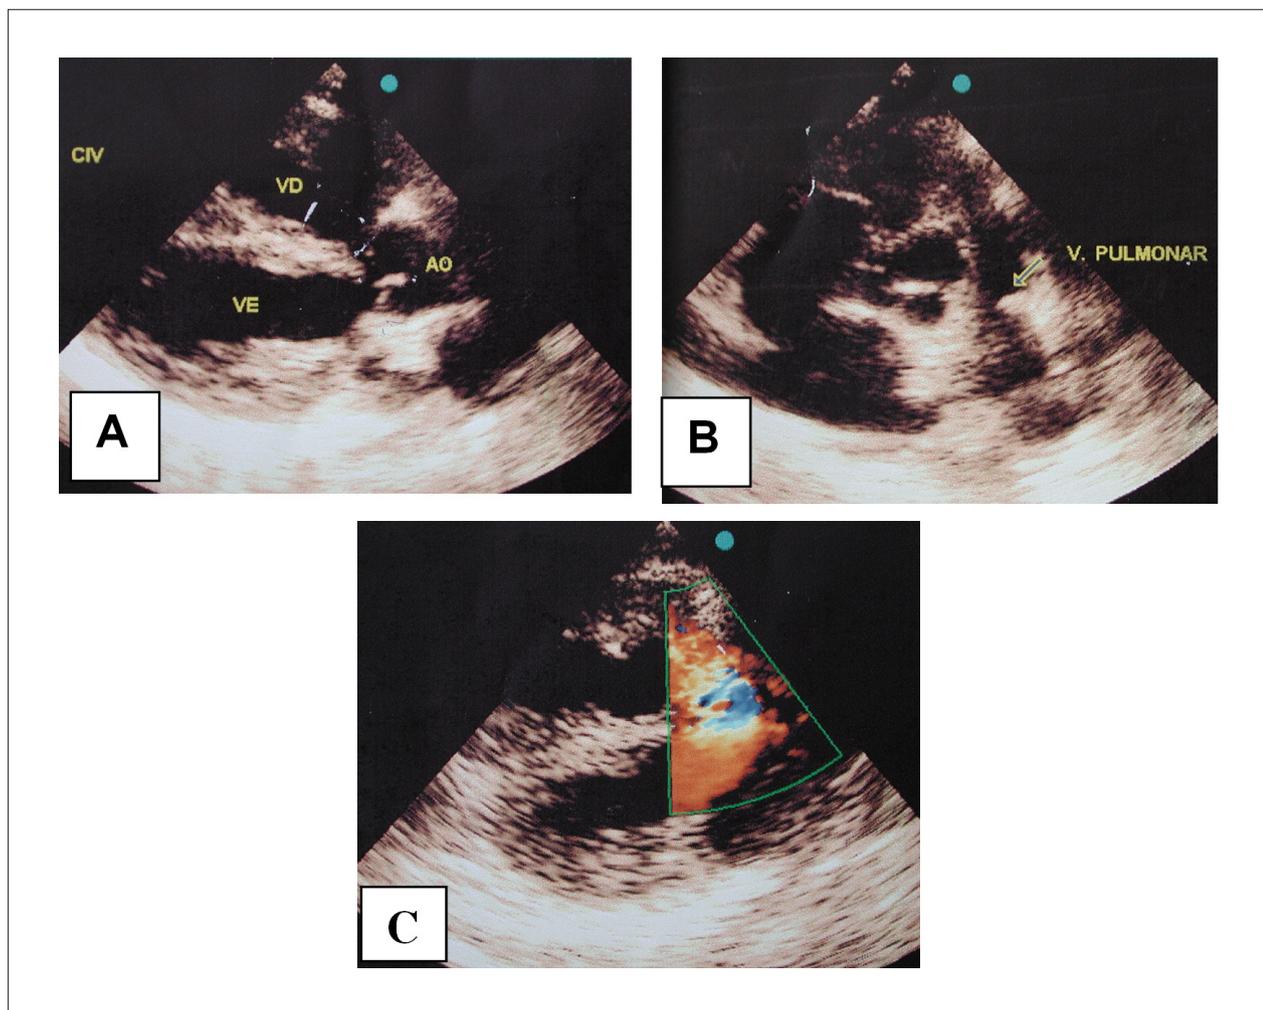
O ecocardiograma salienta os sinais da tetralogia de Fallot com cavalgamento da aorta no septo interventricular e a CIV subaórtica, em A, anel pulmonar estreito e dilatação do tronco e das artérias pulmonares centrais, em B, e dupla lesão valvar pulmonar em Doppler em cores, em C.
